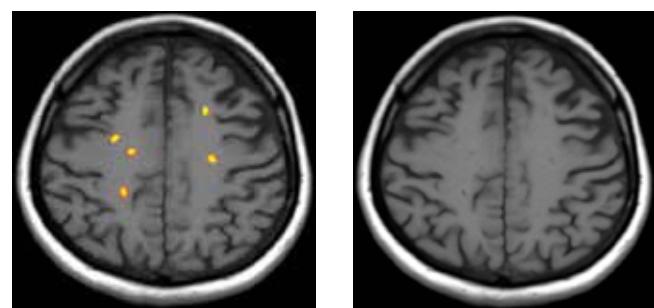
Участки демиелинизации на МРТ-аксиальном срезе, полученном в режиме T2W-FLAIR. Слева – цветовое сопоставление участков, выделенных экспертом и нейронной сетью, справа – исходное изображение
